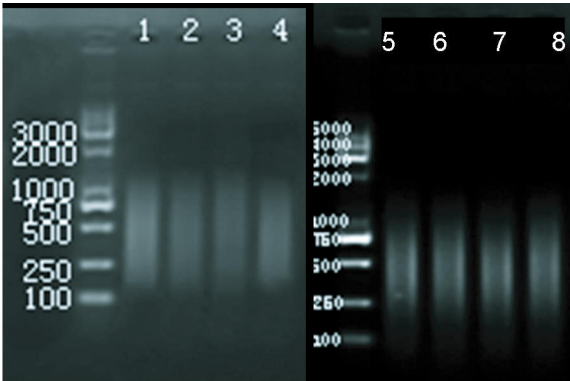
股骨颈内松质骨组织 DNA 超声处理后电泳图
